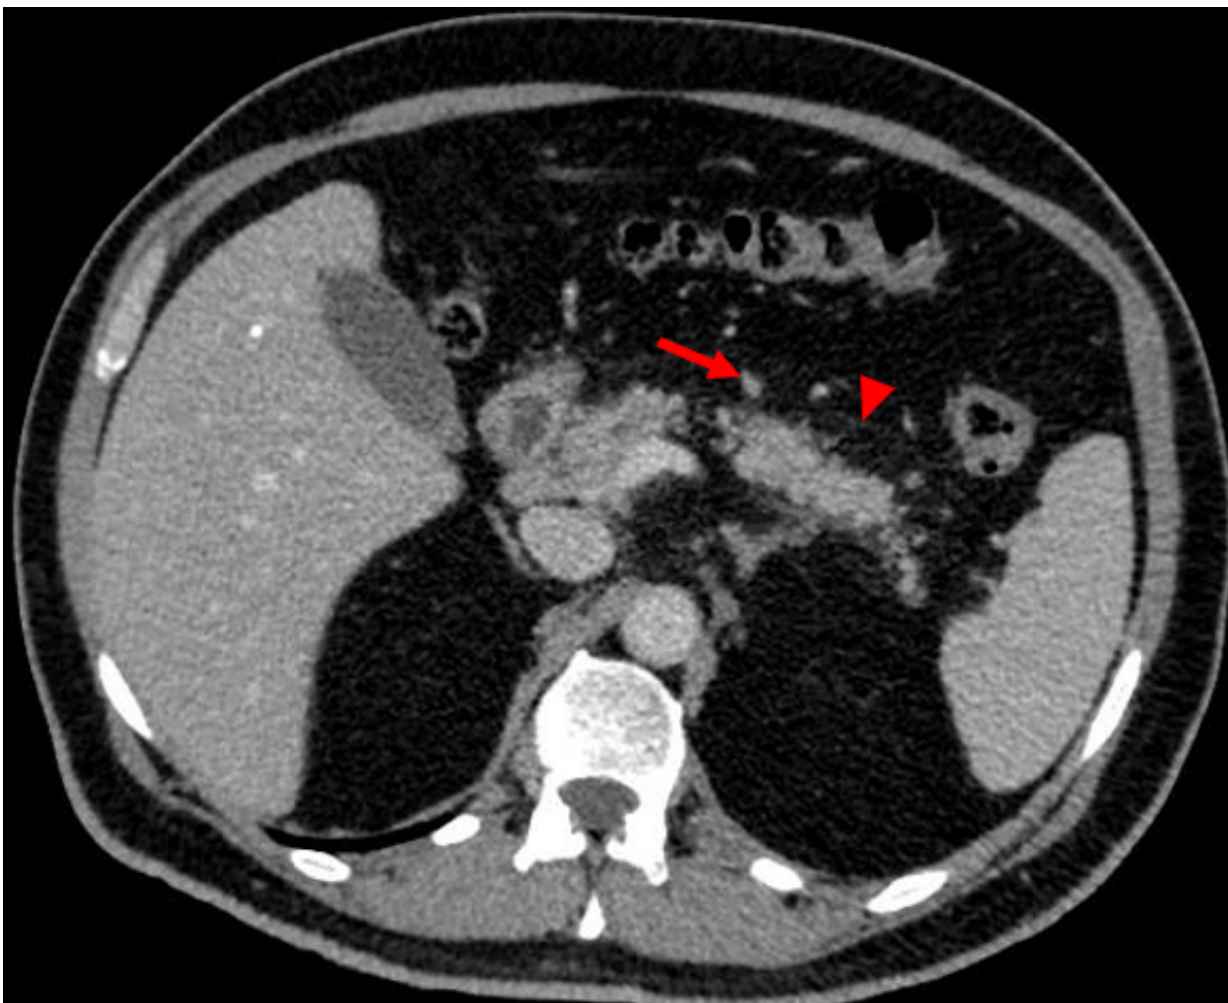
TC com contraste endovenoso plano axial na fase portal, linfonodos peripancreáticos proeminentes (seta), com dimensões menores que 10 mm, além de tênue densificação da gordura peripancreática (cabeça de seta), provavelmente relacionada ao
